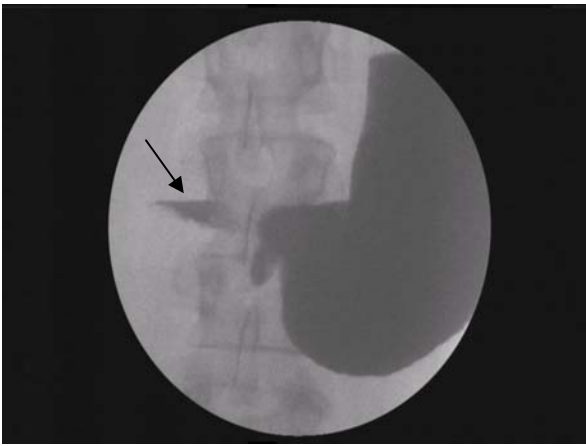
Рентгеноскопія шлунка. Горизонтальний рівень контрасту в цибулині дванадцятипалої кишки
